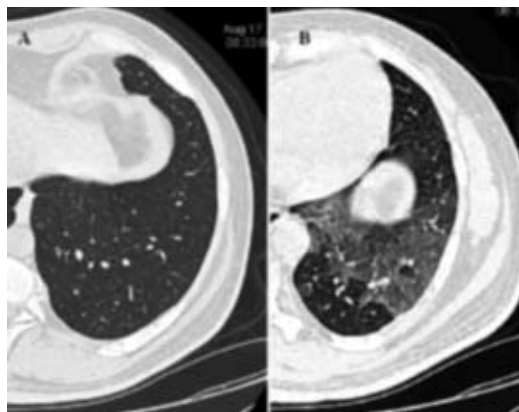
TC do pulmão esquerdo em inspiração (A) e expiração (B) de um doente com bronquiectasias. O corte em expiração demonstra áreas de aprisionamento aéreo, coincidente com as áreas de bronquiectasias
